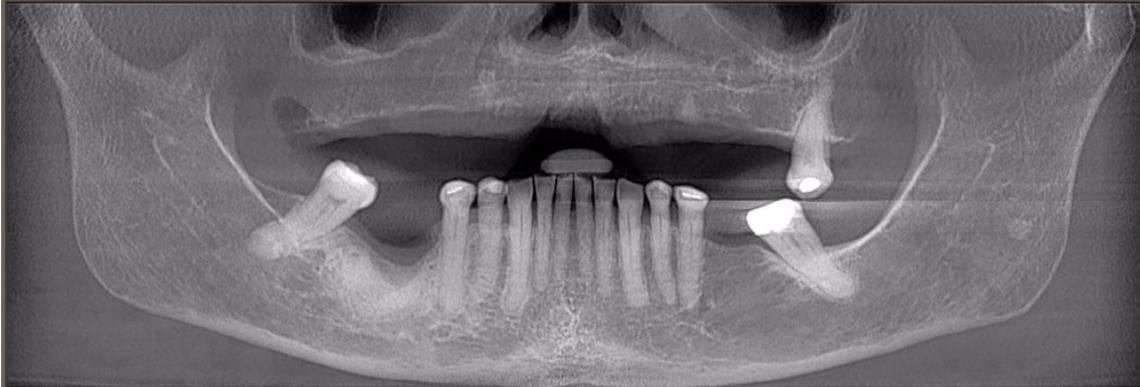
Radiografía panorámica 12 meses después del tratamiento
